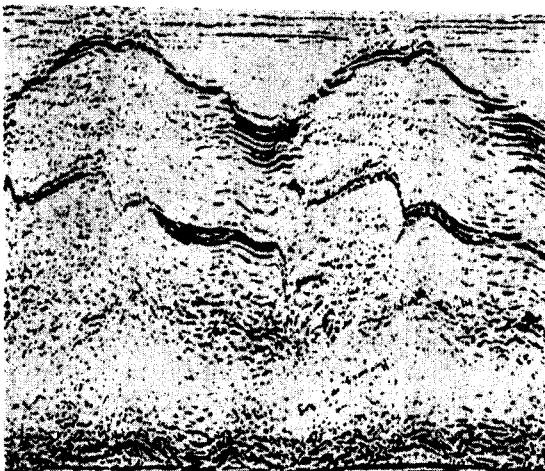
Preoperative echocardiogram of aortic root (M-mode).
